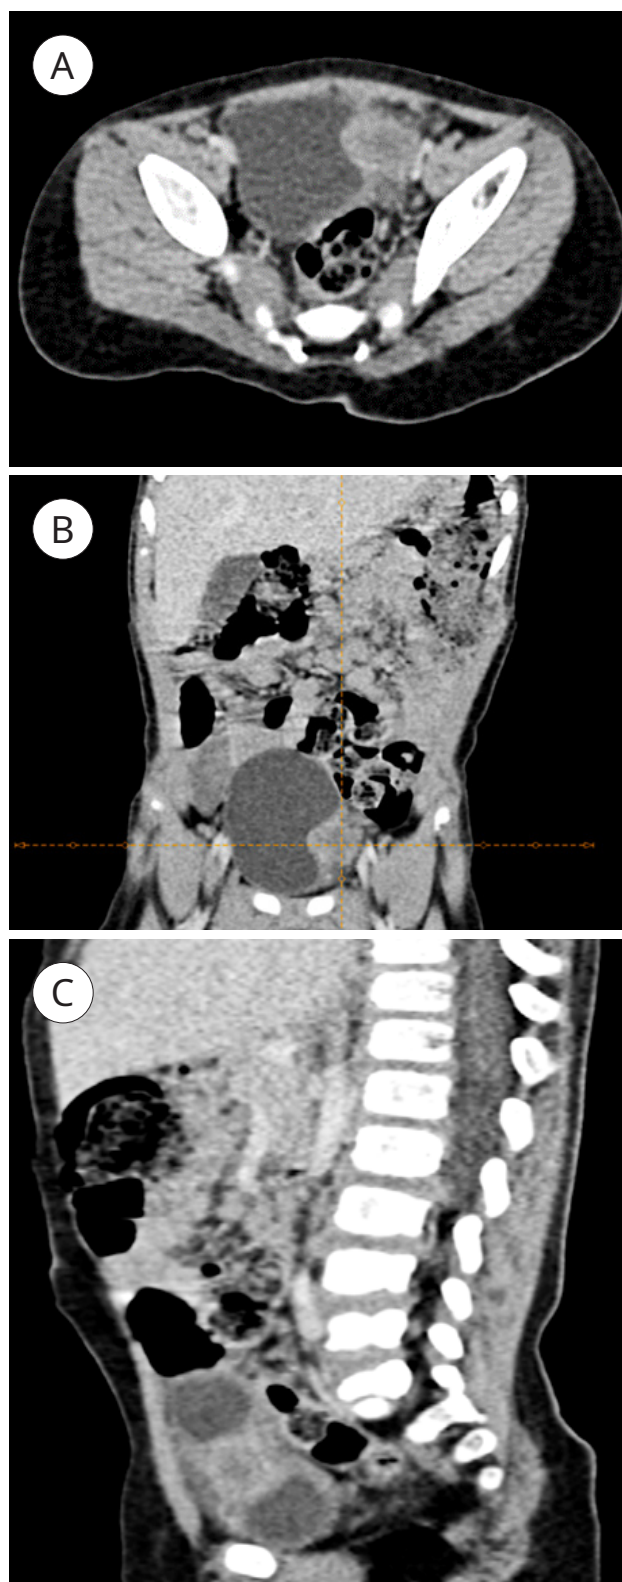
КТ-сканы брюшной полости и малого таза (нативные) в аксиальной (А), коронарной (В) и сагиттальной (С) проекциях: образование мочевого пузыря (стрелка)
